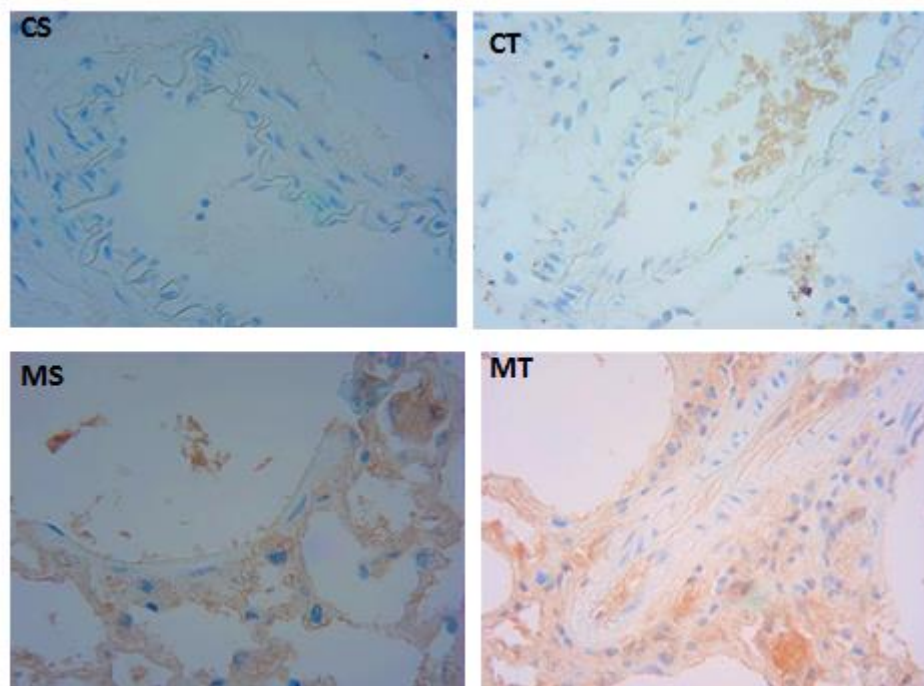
Imunohistoquímica para o marcador iNOS em arteríola pulmonar (ampliação de 400x). CS: controle sedentário; MS: monocrotalina sedentário; CT: controle treinado; MT: monocrotalina treinado.
